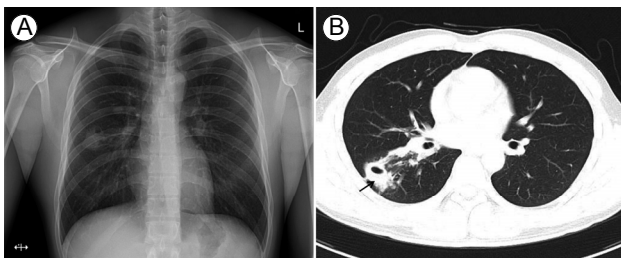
(A) Initial chest X-ray. (B) Chest computed tomography scan. A 2.8-cm cavitary nodule (arrow) in the right lower lobe.
